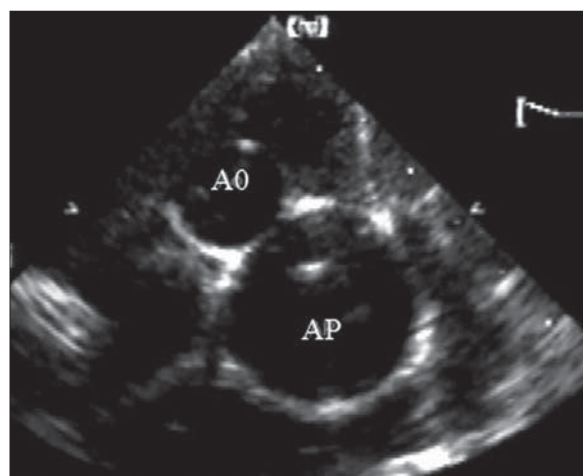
Transpoziție de vase mari. Secțiune parasternală în ax scurt la baza inimii. Aorta este situată anterior și la dreapta, iar artera pulmonară posterior.
